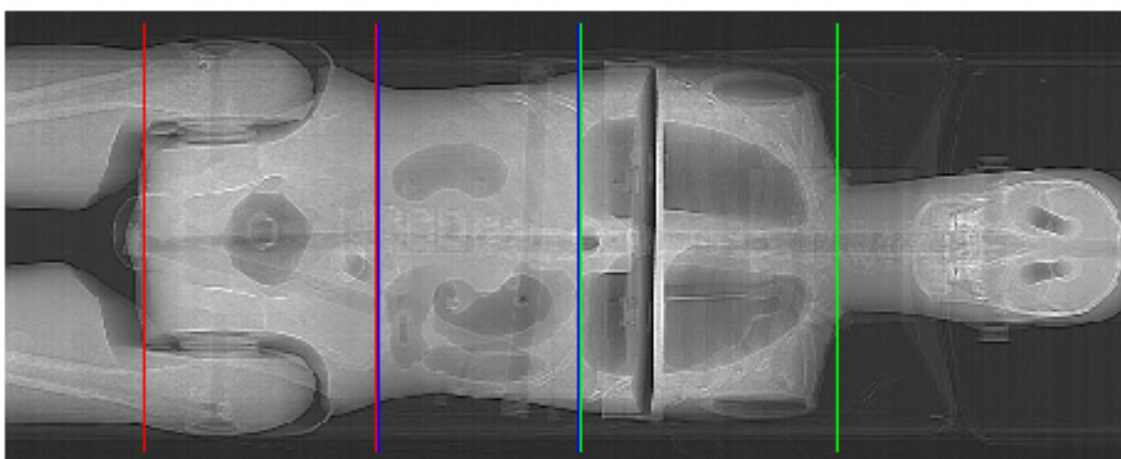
Imagen de la radiografía digital localizadora del maniquí antropomórfico Remab y posición de los cortes extremos para el examen de tórax (verde), abdomen (azul) y pelvis (rojo).
